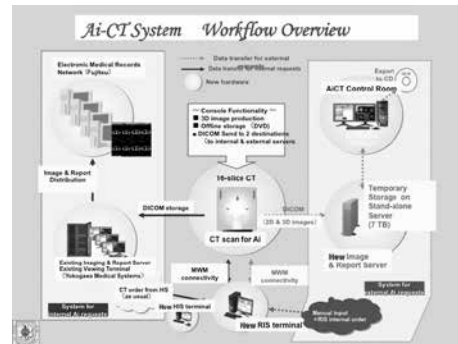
Ai CT System (Saga University Hospital)
